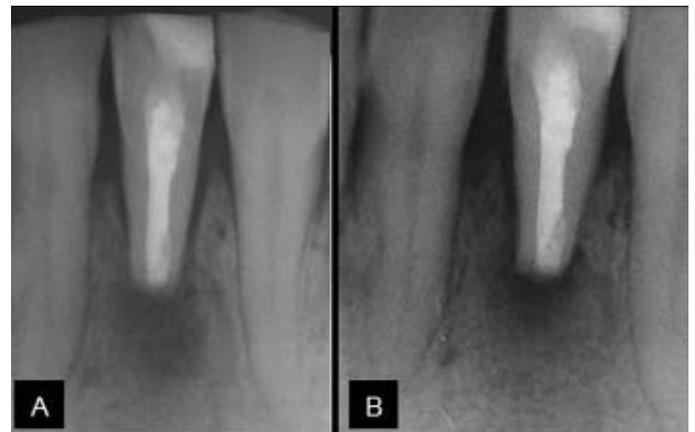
Curación insatisfactoria entre radiografía postoperatoria (A) y de revisión (B) donde se aprecia empeoramiento de la lesión ósea.
